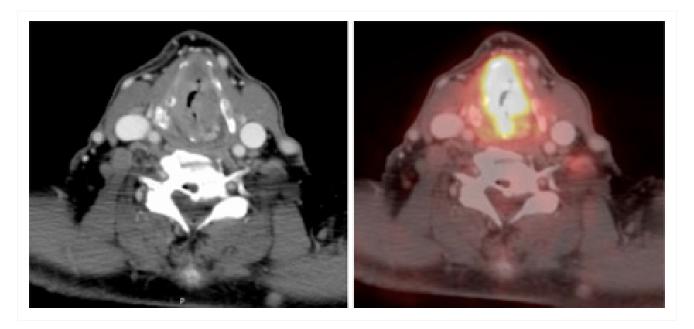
Extensa e volumosa massa transglótica e aumento da captação em tomografia por emissão de pósitrons (PET) (amarelo/laranja brilhante)
